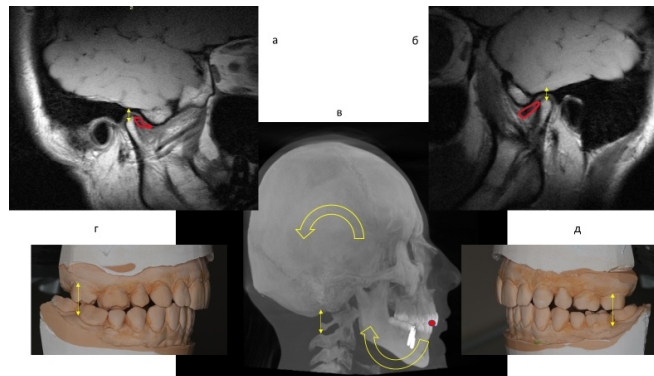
Сопоставление данных а, б - МРТ, в - реформата ТРГ из КЛКТ и г, д- гипсовки моделей в артикулятор. Отмечается постериальная ротация черепа и нижней челюсти с уменьшением функциональных пространств в области шейных позвонков
